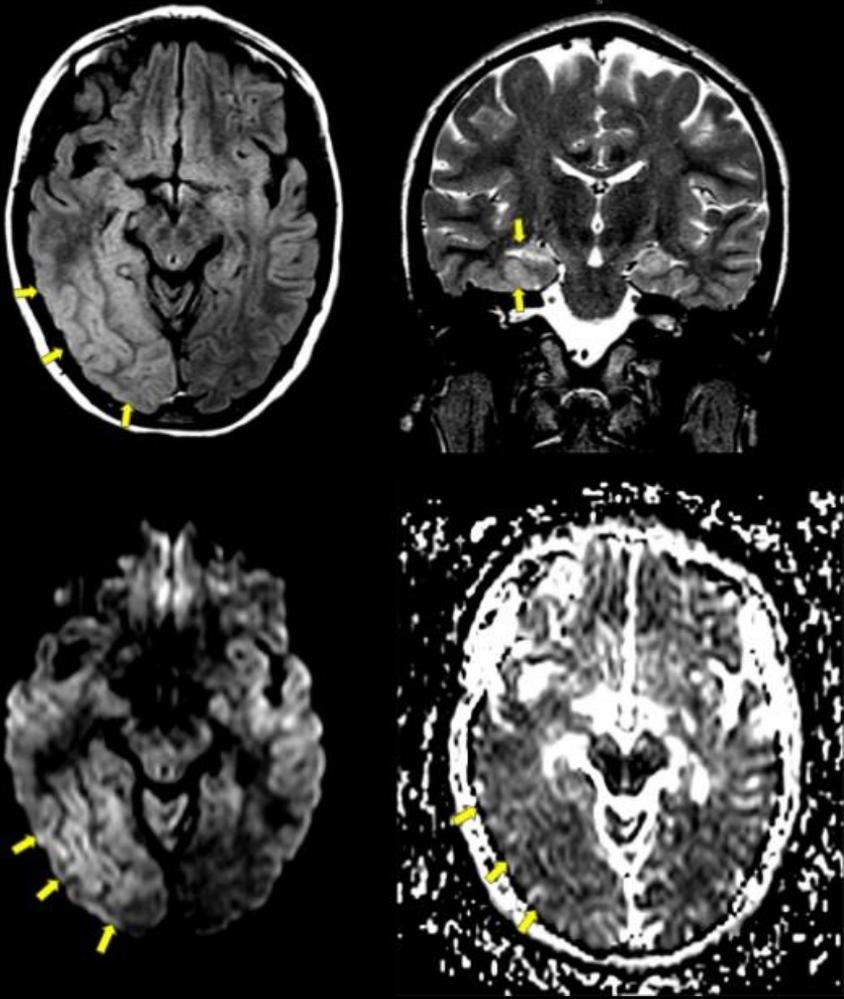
Paciente femenina de 17 años con epilepsia refractaria, presenta crisis comicial focal de 5 minutos de duración. Se realiza la RM nueve días luego del evento clínico. Se observa hiperintensidad difusa en FLAIR en la corteza occipito-temporal y parietal del lado derecho, con sectores con discreta restricción en la secuencia de difusión en topografía occipital lateral y medial.
